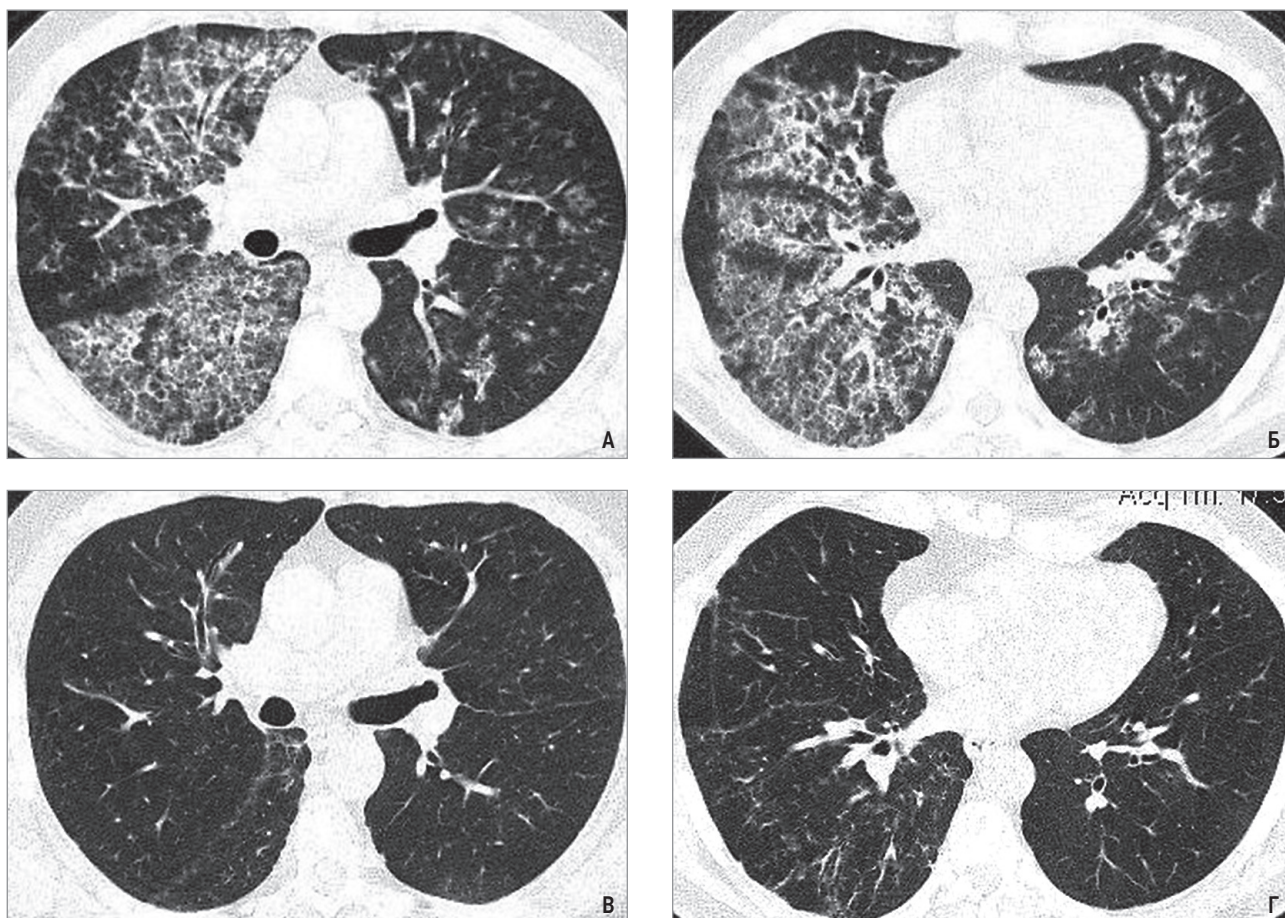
Динамика изменений при компьютерной томографии у больного легочным альвеолярным протеинозом со спонтанной ремиссией: А – исходная картина, типичная для ЛАП, в 2009 г.; Б – отсутствие существенной динамики в 2018 г.; В, Г – выраженная положительная динамика вследствие спонтанного регресса изменений в 2023 г.
